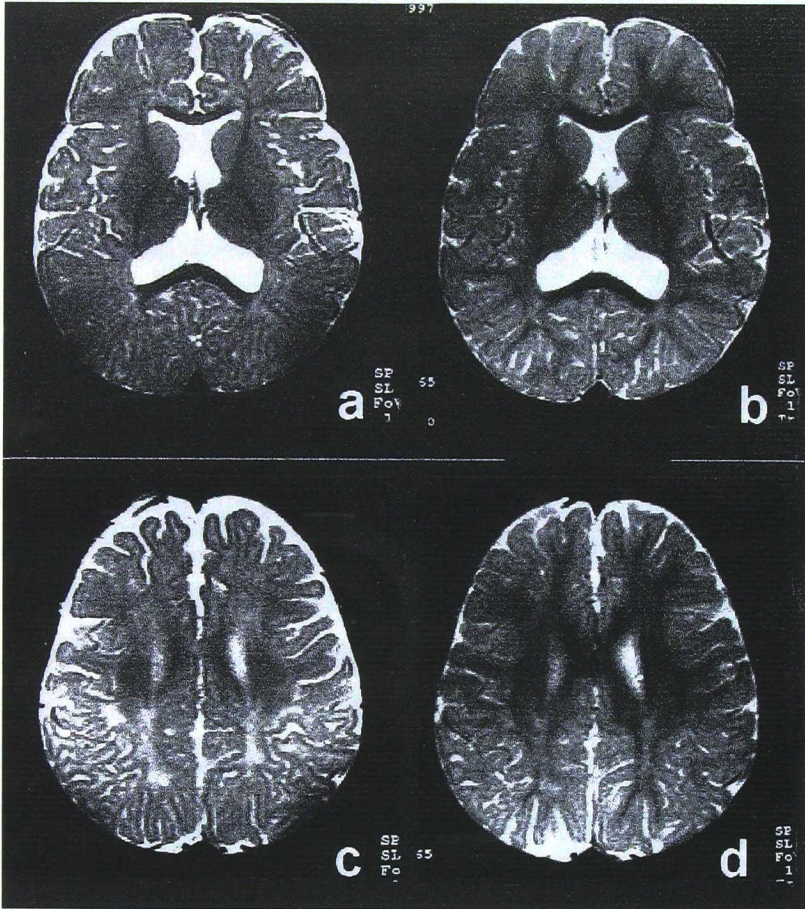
RM cerebral en el paciente n° 10. a,c imágenes potenciadas en T2 obtenidas a los 16 meses de edad, que muestran una mielinización escasa, limitada a los brazos anterior y posterior de la cápsula interna, cuerpo calloso y áreas paracentrales. La sustancia blanca frontal y occipital tiene una intensidad de señal sugestiva de desmielinización. b,c, en las RM repetidas, a la edad de 26 meses, se observa un progreso significativo en la maduración de la sustancia blanca, con un marcado aumento de mielina en los lóbulos frontales y finas arborizaciones de la sustancia blanca subcortical.
